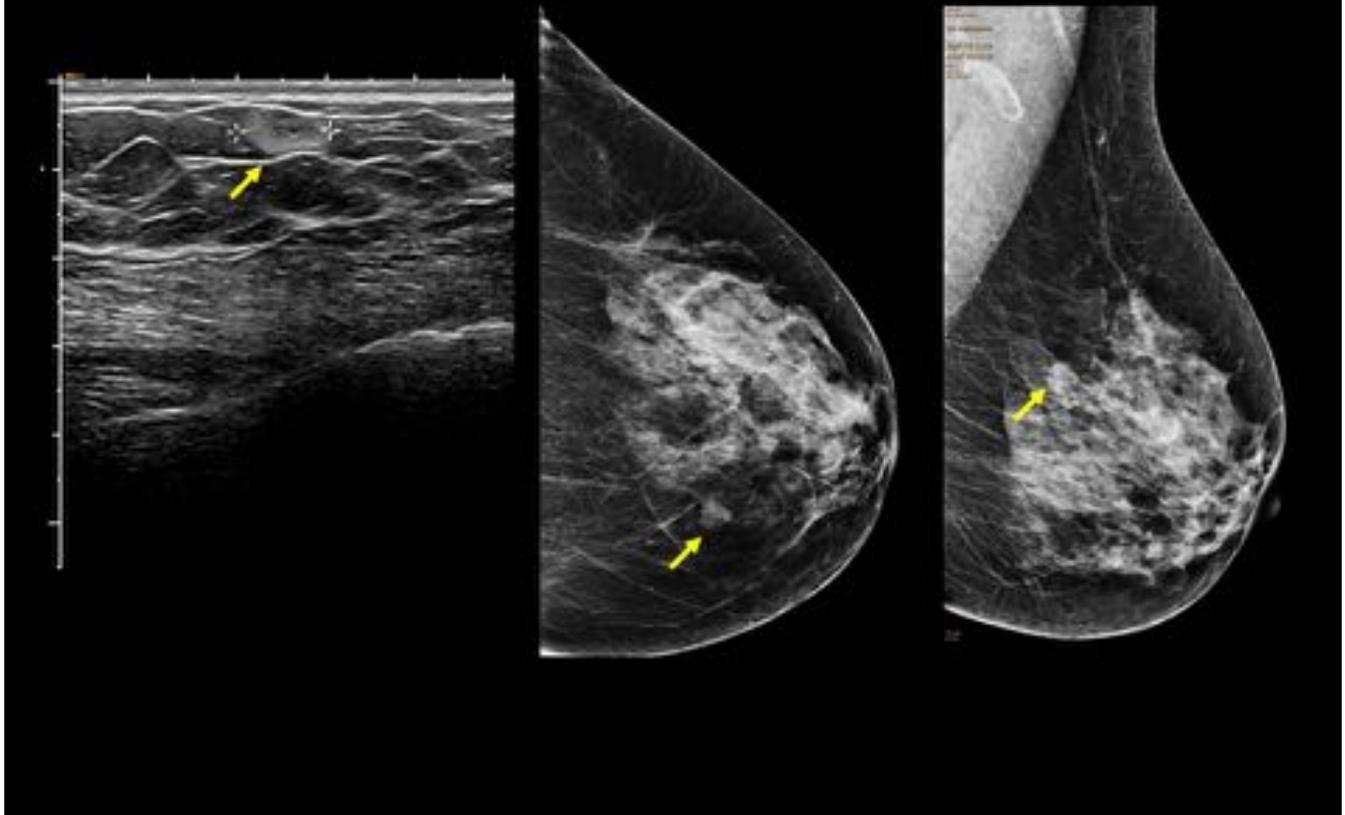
Mujer de 65 años que en la mamografía de cribado (imágenes de la derecha) se observa una lesión nodular isodensa márgenes circunscritos. En la ecografía esta lesión correspondía con un nódulo hiperecoico bien delimitado.
